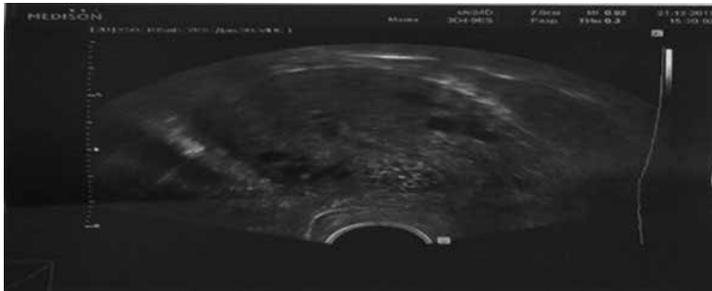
УЗИ артериовенозной мальформацией матки до выполнения эмболизации маточных артерий.
